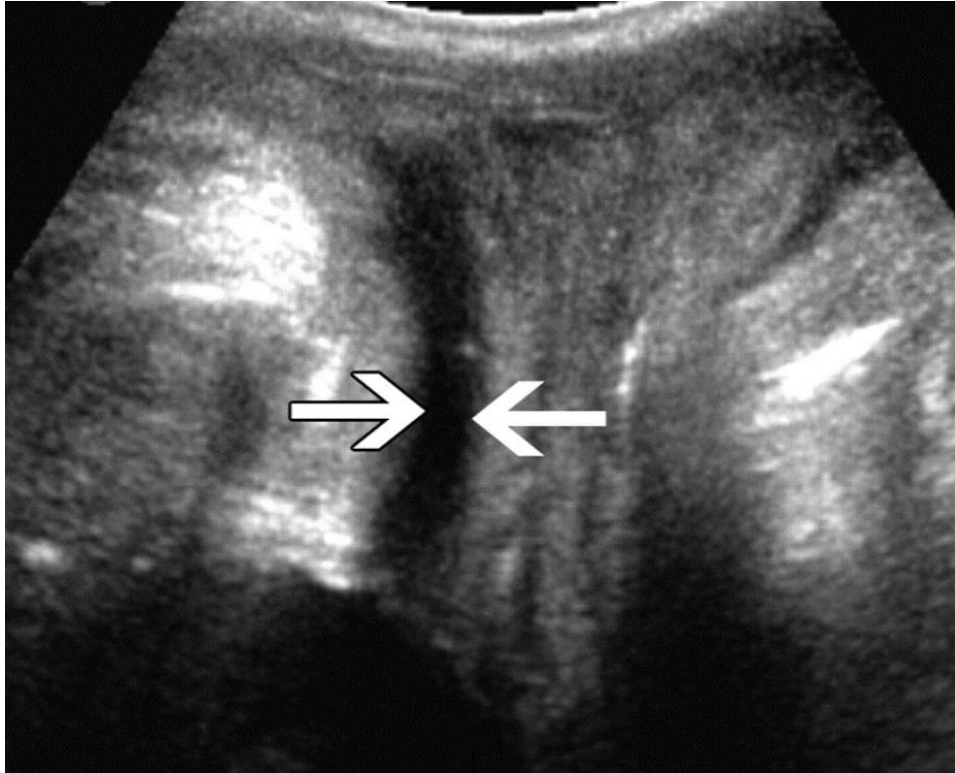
УЗИ парауретральной области и уретры трансвагинальным доступом. Визуализируется гипоэхогенный просвет уретры (указано стрелкой) у пациентки с недержанием мочи.
